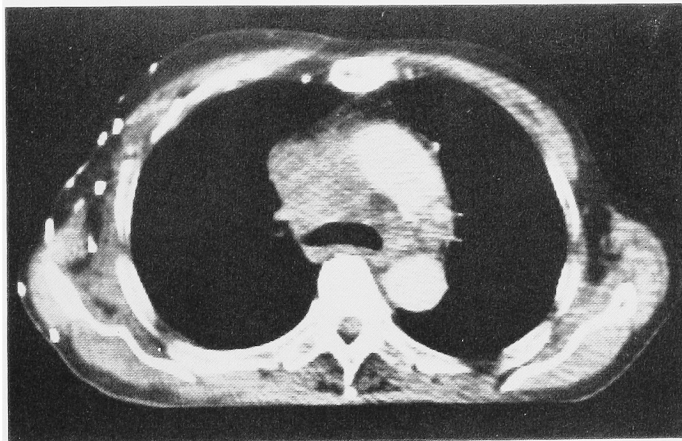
胸部 CT スキャン (1984年7月): 57 \times 43 mm の縦隔リンパ節腫大がみられる.
